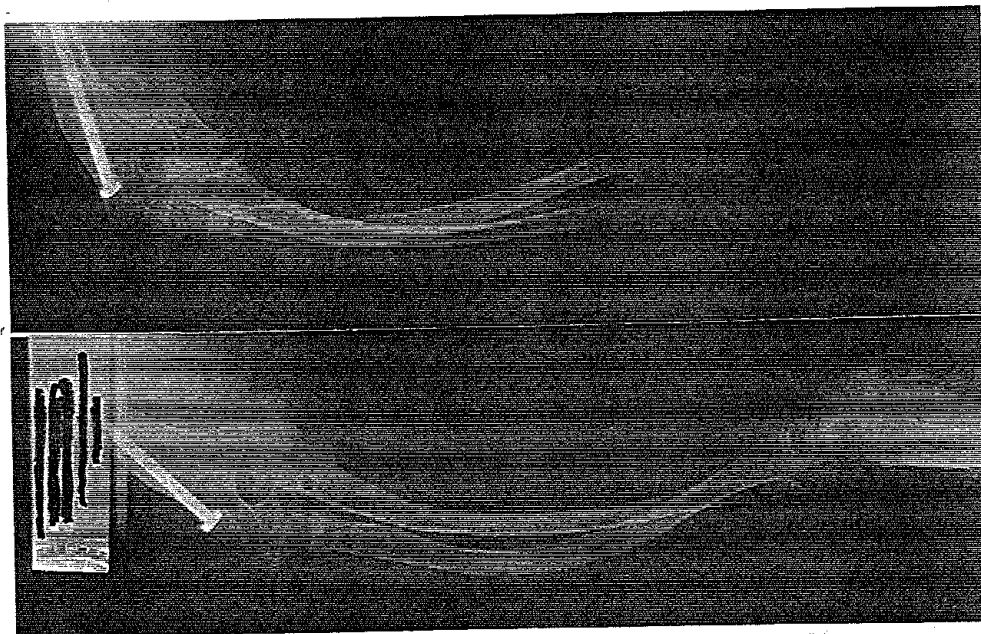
Radiographie face et profil de l'avant-bras
